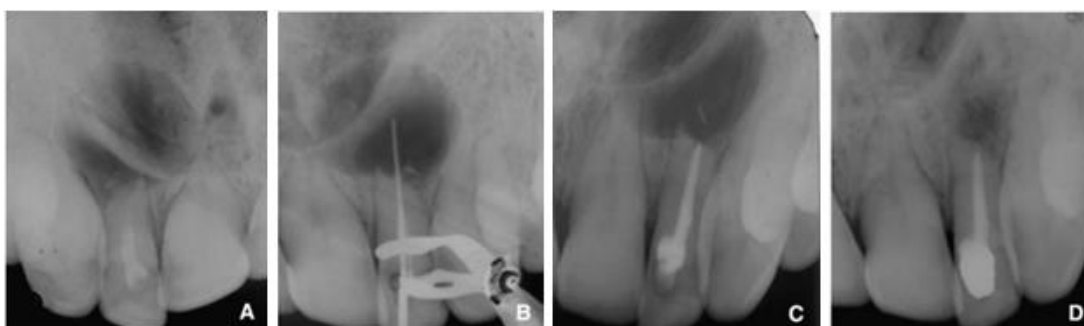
Radiographie pré-opératoire centrée sur la dent n° 22, présentant un kyste radiculaire (A) ; radiographie du passage de lime au-delà du foramen apical (B) ; radiographie post-opératoire après obturation (C) ; radiographie montrant la lésion en voie de cicatrisation (D) (63)
